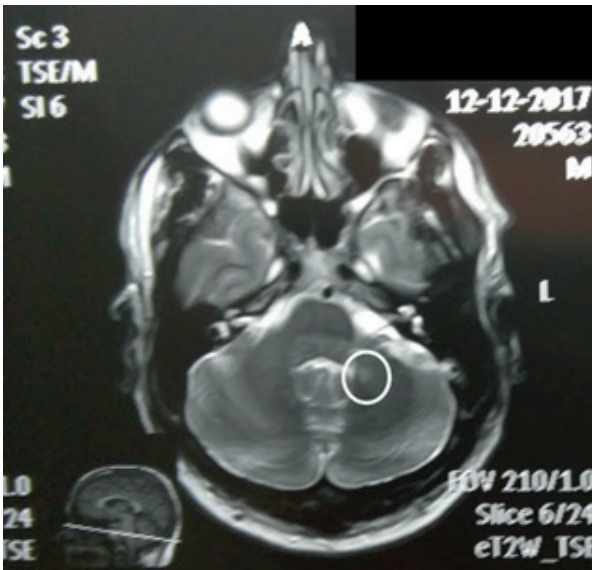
МРТ-картина залишкових явищ запалення у мозочку через 3 міс. після виписки з стаціонару.
